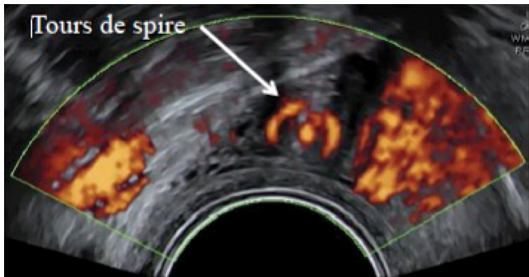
Échographie par voie vaginale, torsion d'annexe droite, tours de spire au Doppler Énergie.
